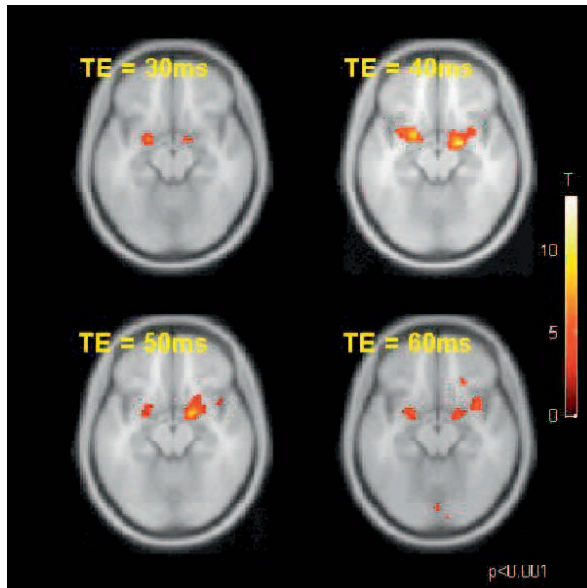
Funktionelle MRT-Ergebnisse aus einer Studie zur Geruchswahrnehmung zeigen den Einfluss der Echozeit TE auf die BOLD-Sensitivität in der Amygdala (Abbildung: John N. Shah und Mitarbeiter; INB-3).
